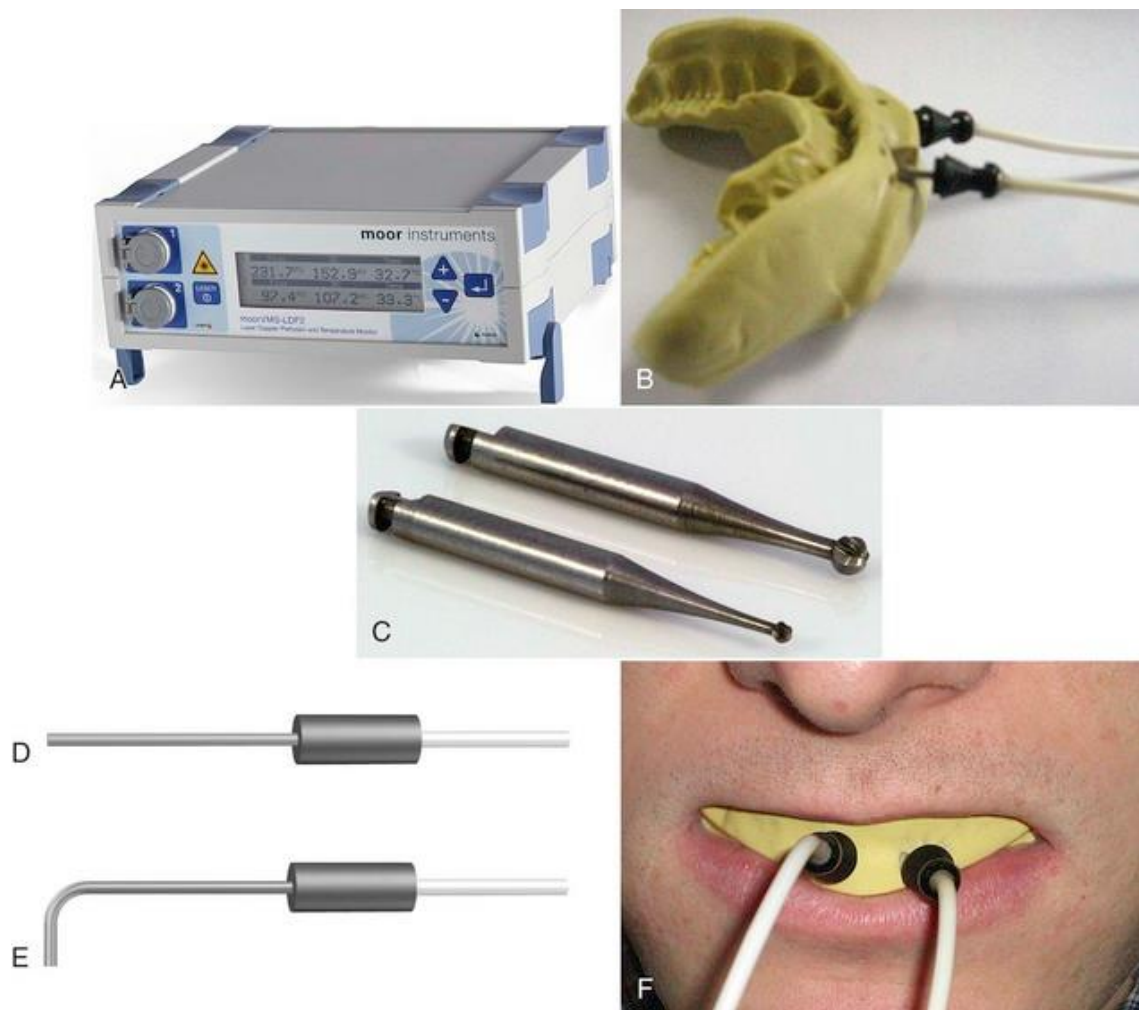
A) Laser Doppler de la casa comercial Moor, B) Confeccion de plantilla bucal de silicona C) Fresas de bola de carburo para la adaptación del emisor y del receptor D) Emisor E) receptor F) Colocacion en boca de paciente. (<https://pocketdentistry.com/10-lasers-in-endodontics/>)
